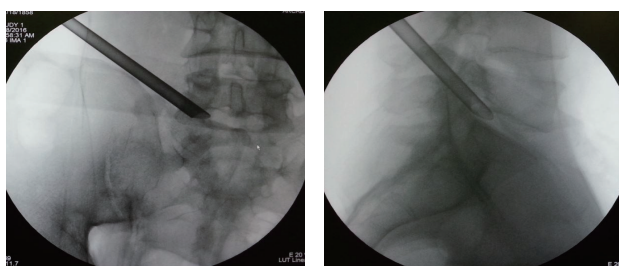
典型病例1 X线片示双侧髂嵴连线高于L₄椎体下缘
